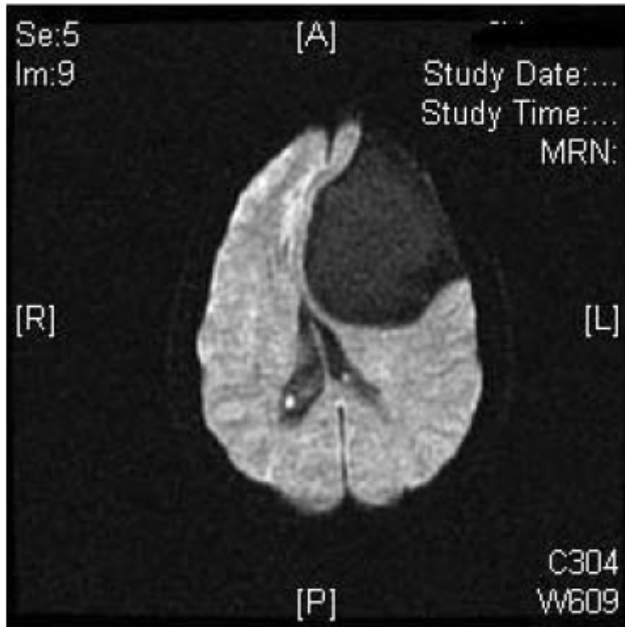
Resonancia magnética cerebral en la que se aprecia un quiste aracnoideo frontal izquierdo.
